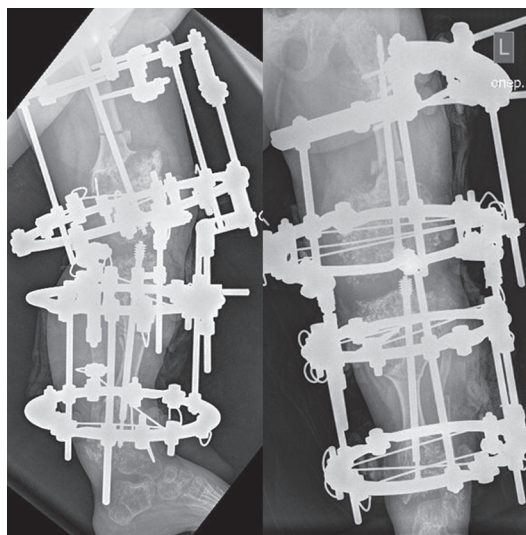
Рентгенограммы, выполненные после завершения комбинированной остеосинтеза
